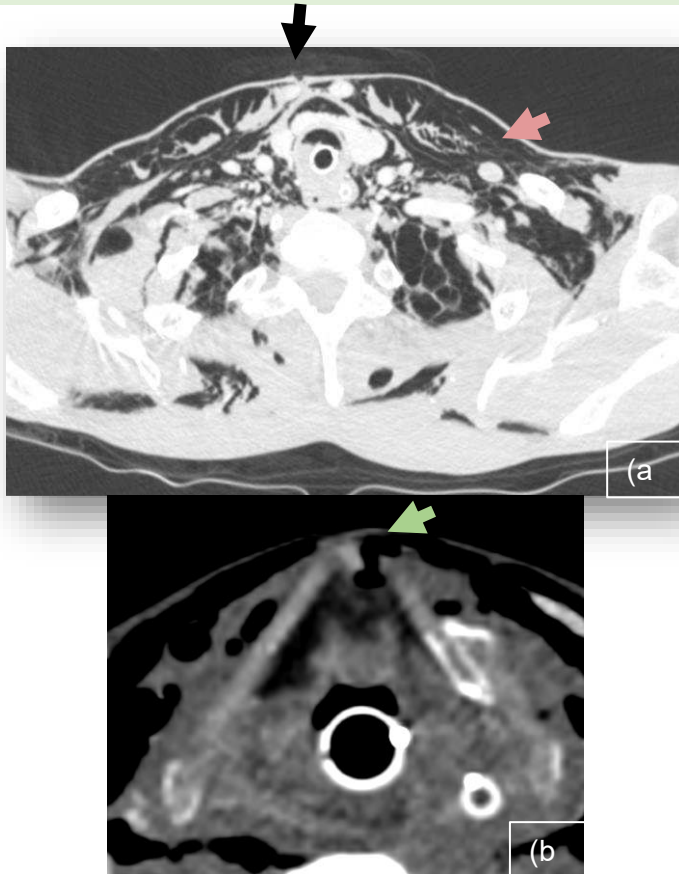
Reconstrucciones TC con CIV venoso axiales a nivel supraclavicular (a y b; esta última detalle)
